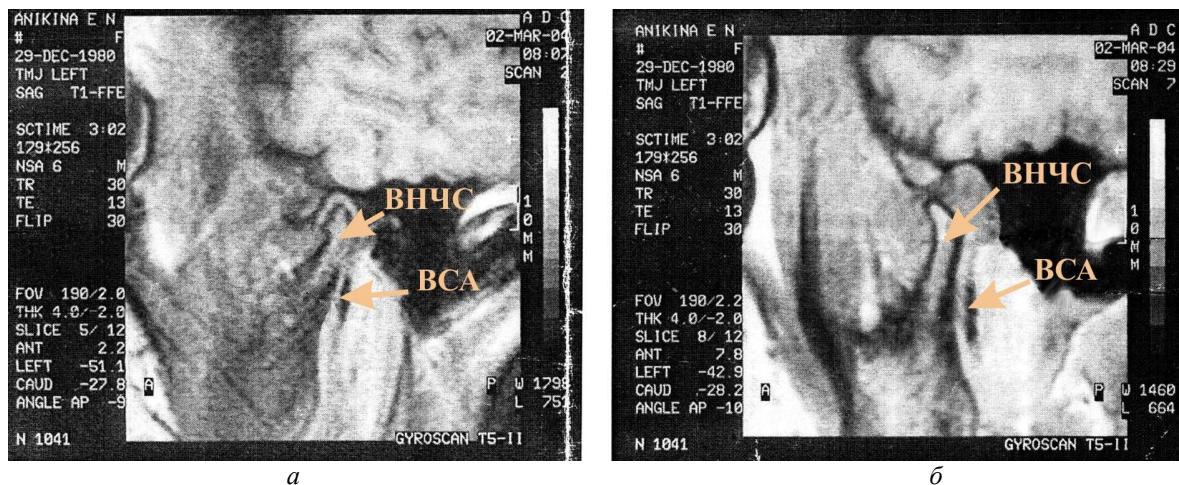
Магнитно-резонансная томография ВНЧС и ВСА с закрытым (а) и открытым (б) ртом
